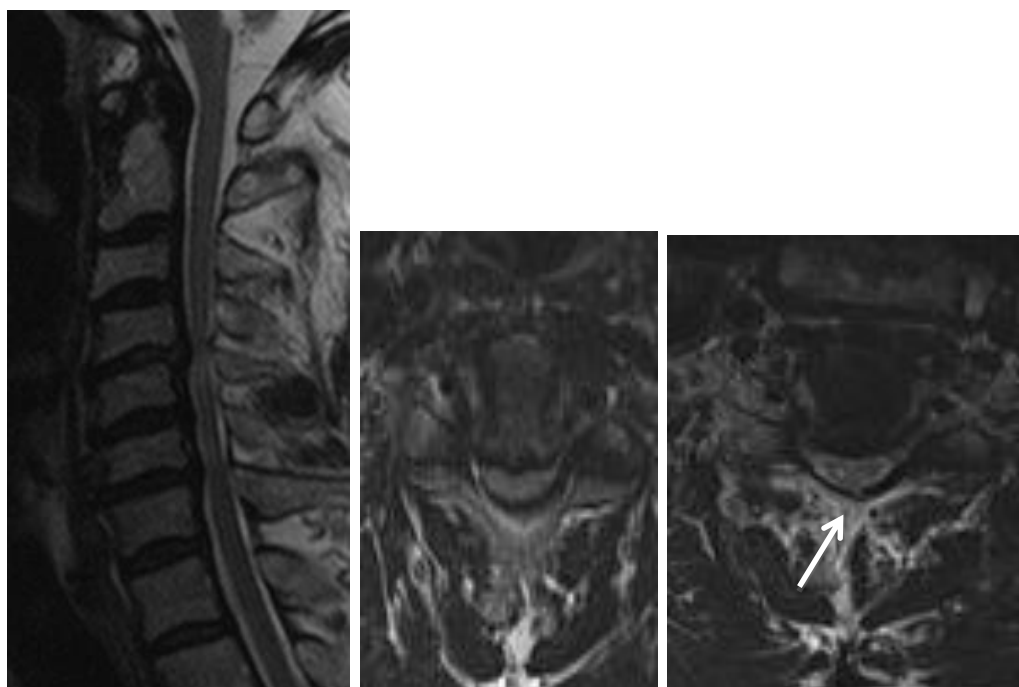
Б-ой Б-ко, 64 лет. МРТ картина трехуровневого стеноза с формированием миелопатического очага в проекции максимального стеноза. На аксиальном скане стрелкой указан очаг ишемии
